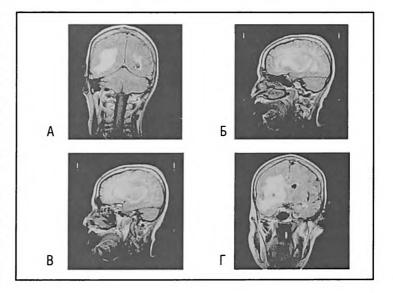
МРТ изображение в различных режимах - А, Б - Т1 взвешенный режим и В, Г - Flair у больной С-вой, 79 лет из 2 исследуемой группы больных с ПВК
